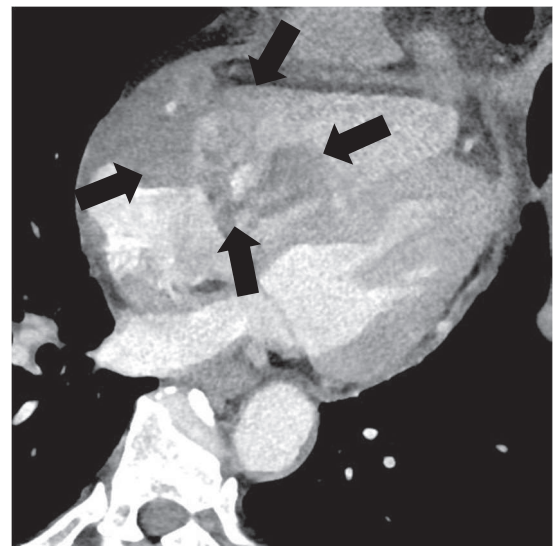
The giant mass can be seen stretching from the right ventricle to the right atrium. Enhanced computed tomography showed the same contrast effect as renal cell carcinoma (45 × 55 mm).
